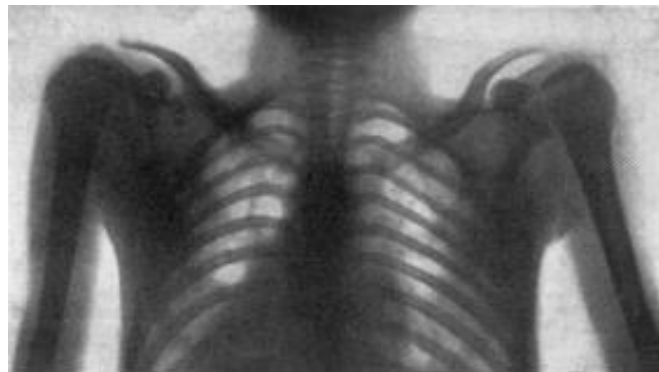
Primera radiografía de tórax, 1896 (cortesía del Siemens Med Museum).¹
